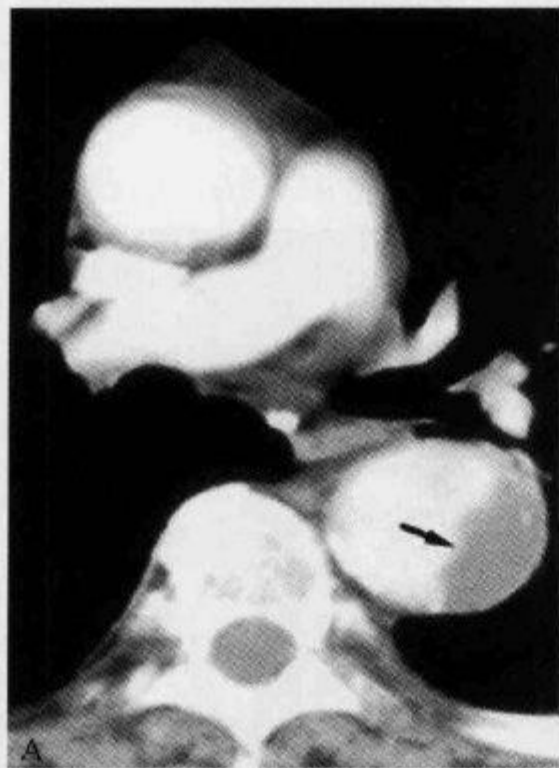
横断位增强 CT 扫描示“阴阳征”
